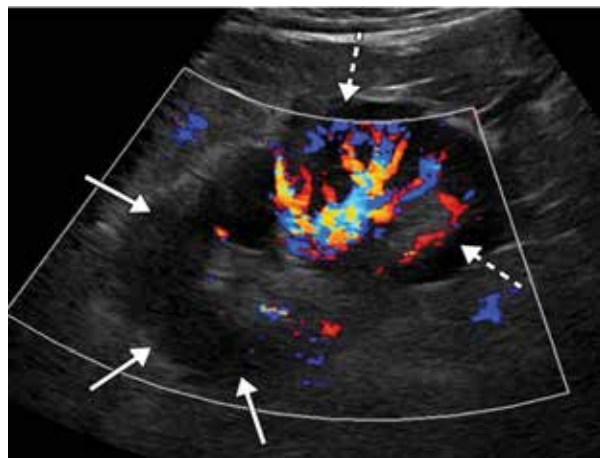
Ultrassonografia renal (corte longitudinal) com análise Doppler evidenciando-se área focal de hipoperfusão (setas sólidas) no polo superior do rim esquerdo, compatível com infarto. A perfusão normal (setas tracejadas) é observada no polo inferior do rim.<sup>8</sup>
